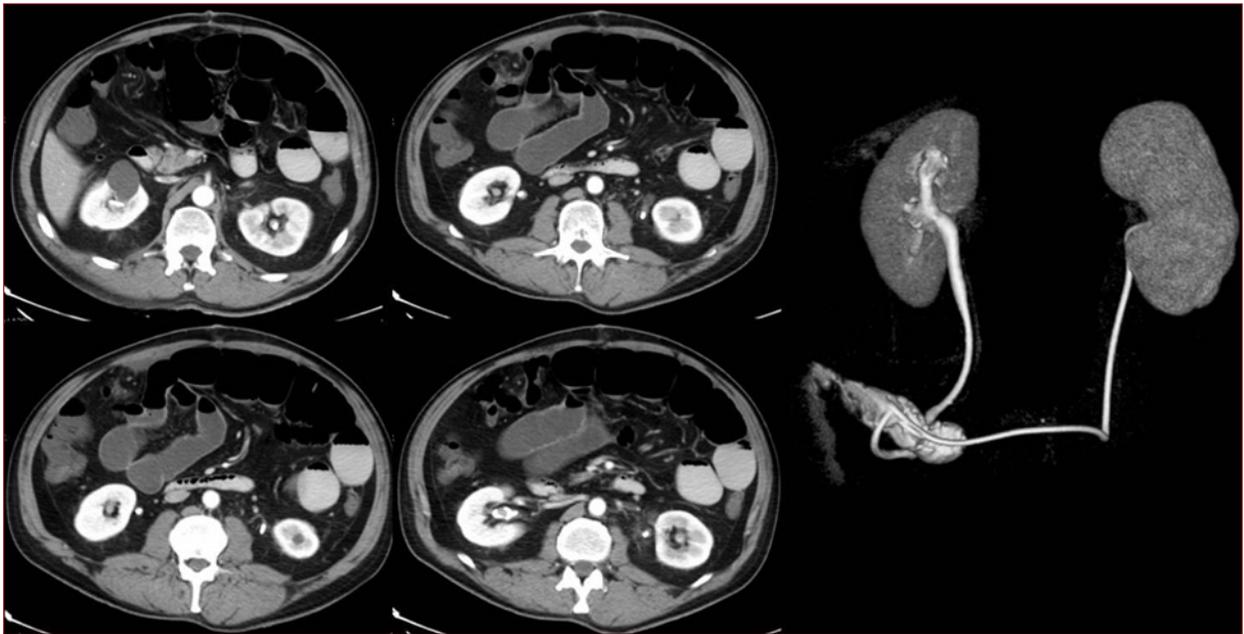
Esame TC con mdc: marcata distensione delle anse del piccolo intestino con multipli livelli idro-aerei in un paziente in III giornata dopo intervento di uretero-ileo-cutaneo-stomia secondo Bricker.
